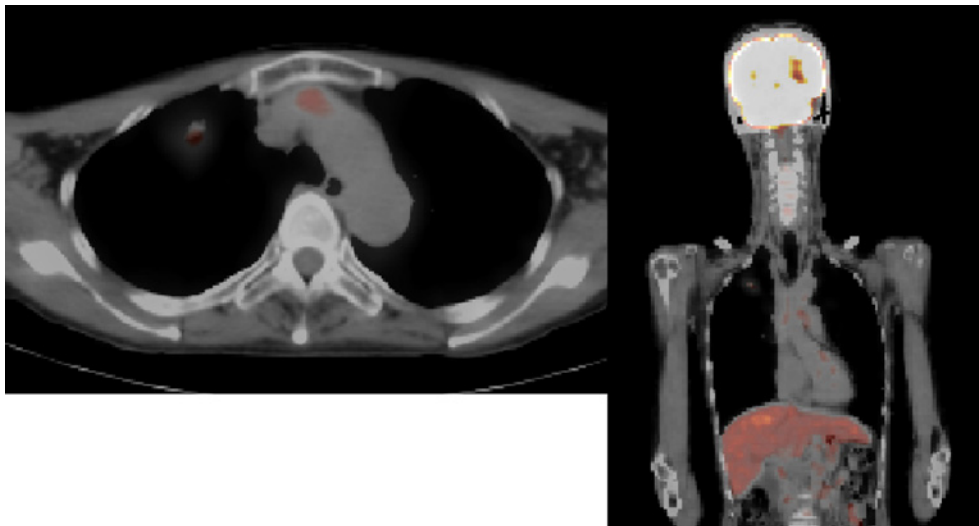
FDG-PET/CT taken at our hospital (July/2014). FDG accumulation with an SUV-max of 2.08 was detected in the right upper lobe, corresponding to the region of high concentration.
